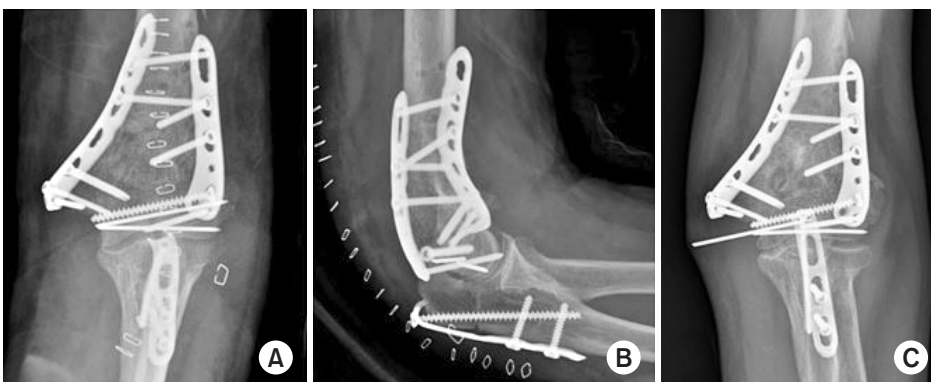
Patient experienced pin migration 3 months after surgery and underwent ulna nerve anterior transposition. Anteroposterior (AP) (A) and lateral (B) radiography 1 day after surgery displays no immediate abnormality. (C) AP radiography 3 months after surgery displays pin migration.
